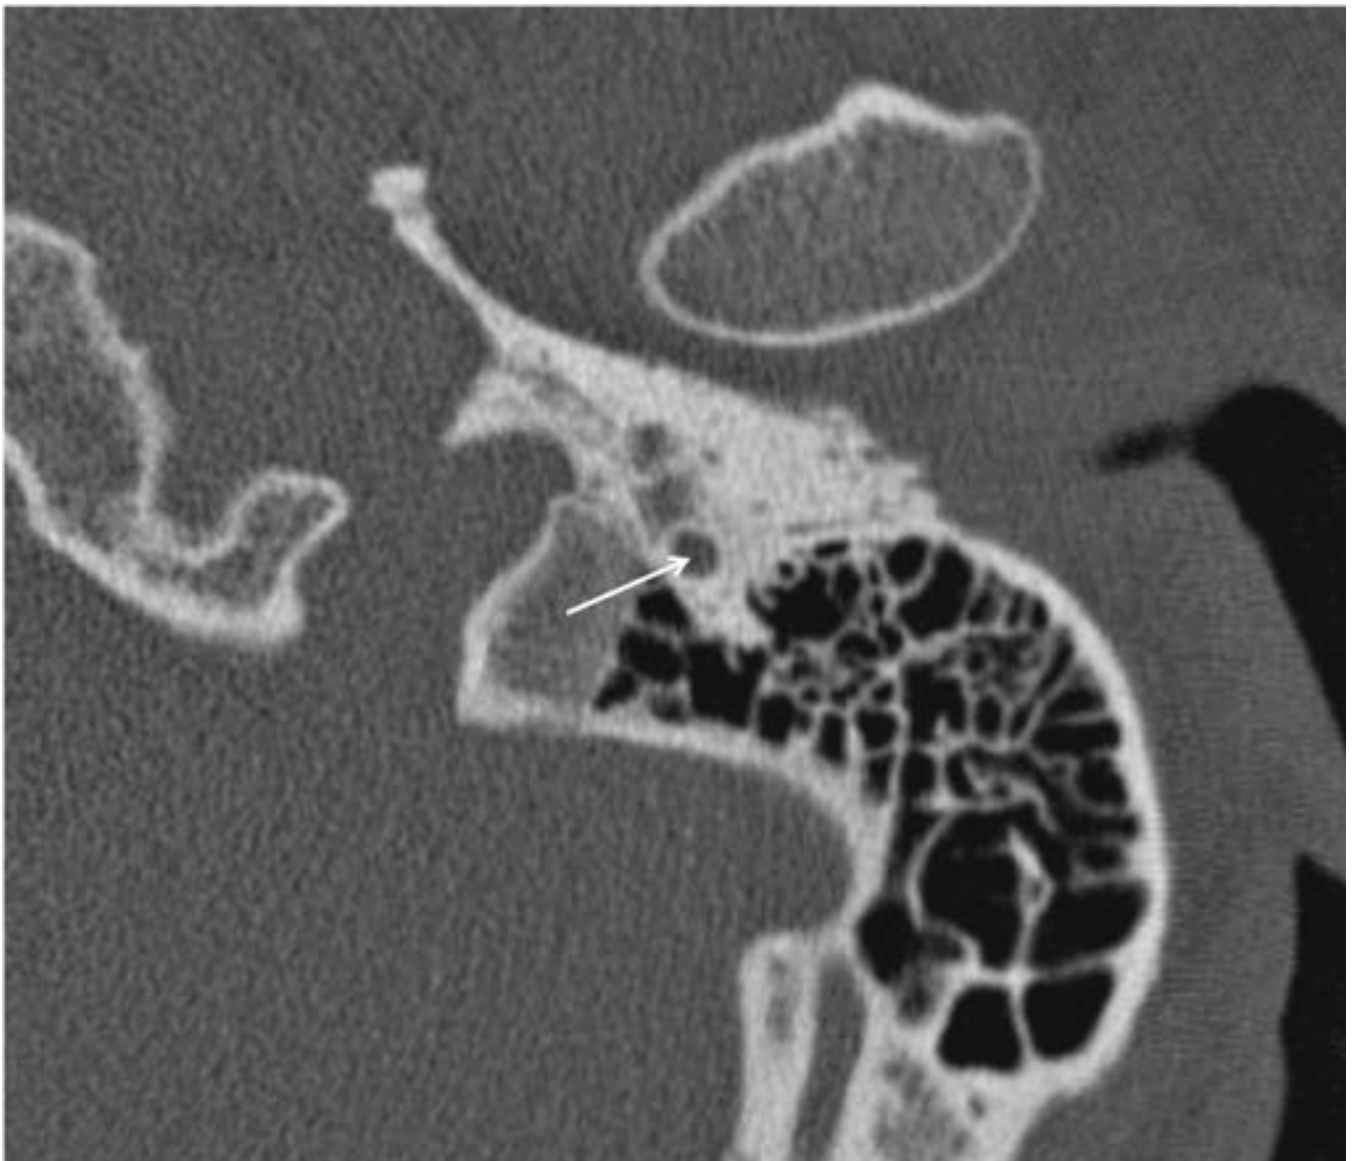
TAC de peñascos. Corte axial. Porción timpánica del segmento canalicular del nervio facial.
